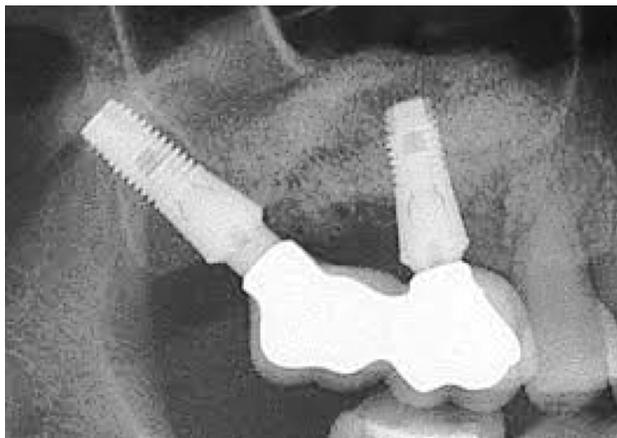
Radiografía panorámica que muestra prótesis fija plural soportada sobre un implante pterigoideo para dar soporte y estabilidad junto con un implante convencional en el sector posterior.
